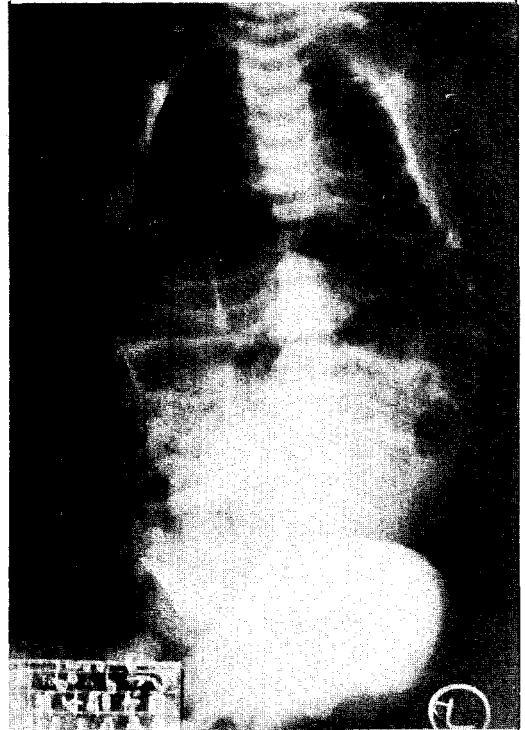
Pneumoperitonium was checked in plain abdominal X-ray. (Case 3)
